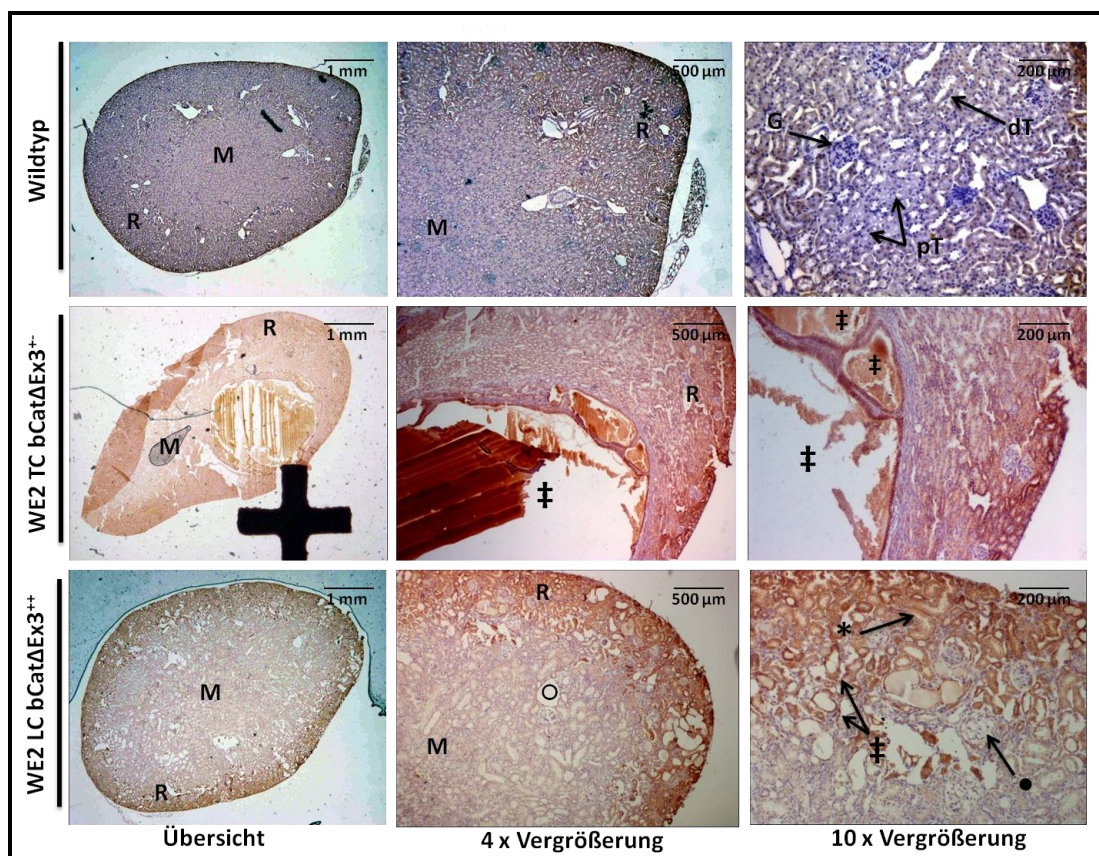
Nachweis von β -Catenin in polyzystischen Nieren von WE2 TC bCat Δ Ex3-positiven und WE2 LC bCat Δ Ex3-positiven Mäusen
